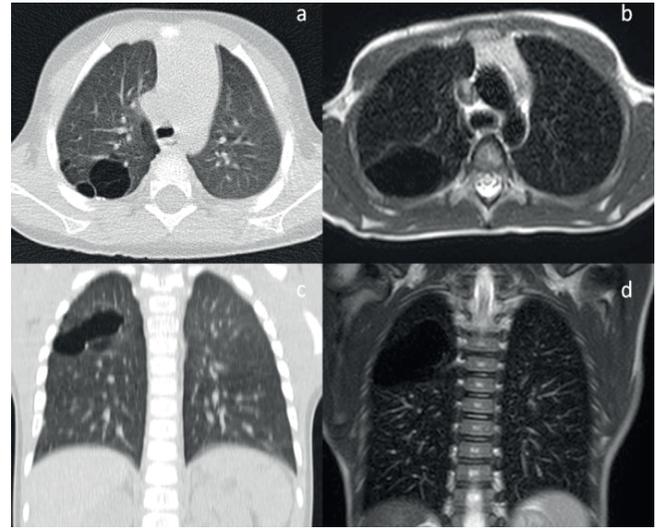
Confronto tra la TC del torace del 2012 e la RM del torace del 2017, dove appare evidente l'incremento dimensionale delle lesioni a livello del lobo superiore destro.
